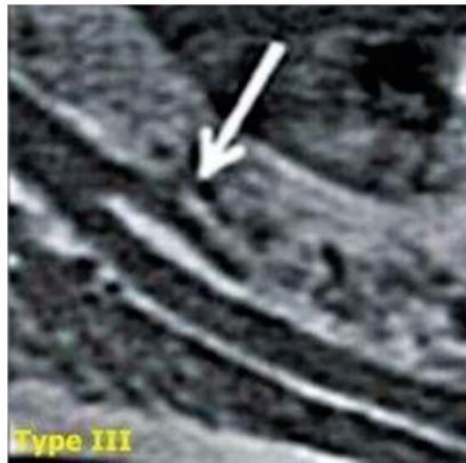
As imagens de CBCT mostram um tipo de canal trifido: dois canais acessórios do tipo canal retromolar. Fonte: Rashsuren et al., (2014).
